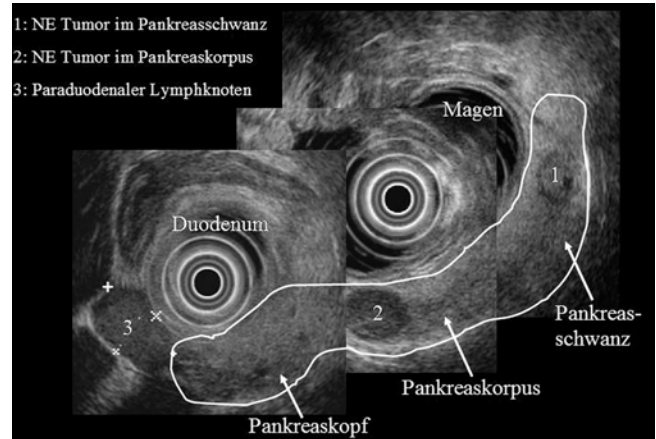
Endosonographische Bilder von zwei 1–2cm großen, nicht-funktionellen neuroendokrinen (NE) Pankreastumoren und einer paraoduodenalen Lymphknotenmetastase der duodenalen Gastrinome einer Patientin mit familiärem MEN1-Syndrom. Die Abbildung wurde aus drei verschiedenen endosonographischen Einstellungen rekonstruiert. Die Pankreastumore und die Lymphknotenmetastase haben sich in den letzten 10 Jahren nicht in ihrer Größe verändert.
